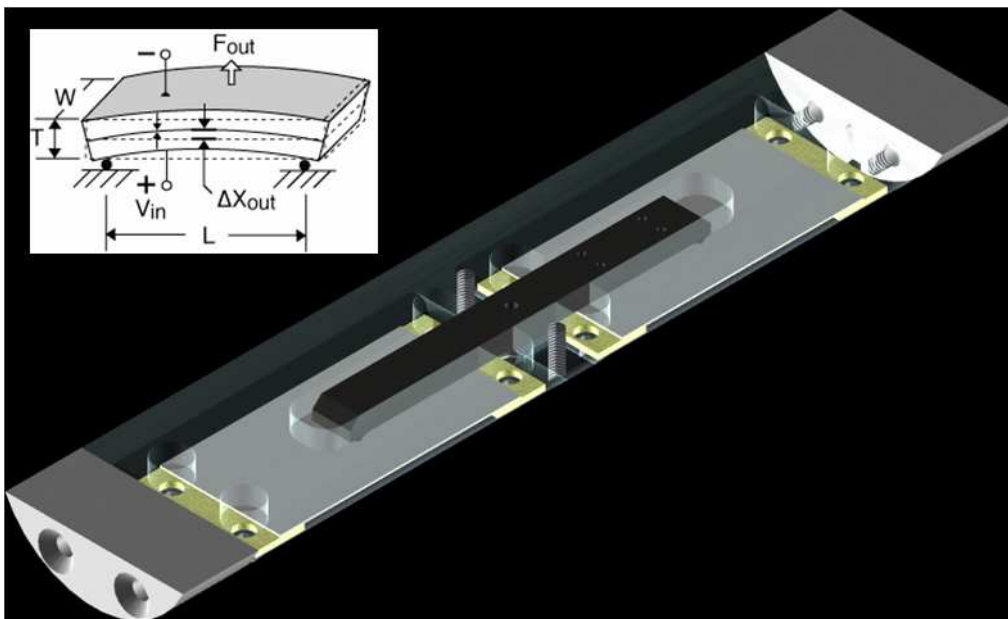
Vibreur piézoélectrique basse fréquence dédié à l'élastographie par IRM à 7T et son support. Deux plaques piézoélectriques (en gris) sont reliées en leur centre par un pont en bakélite (marron foncé). Un piston dont la forme est adaptée à chaque application est collé au milieu de ce pont et mis en contact avec l'organe dans lequel les ondes doivent pénétrer. Le mouvement du centre des plaques se fait de bas en haut.
